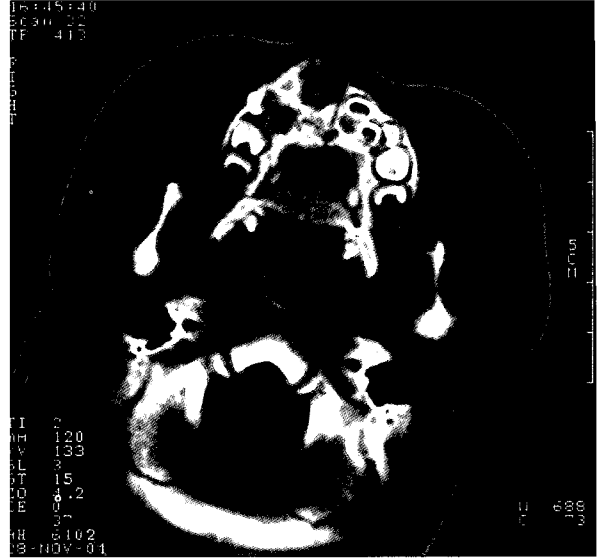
CT scans reveal an expansile bony destructive lesion with relatively well-defined border.
